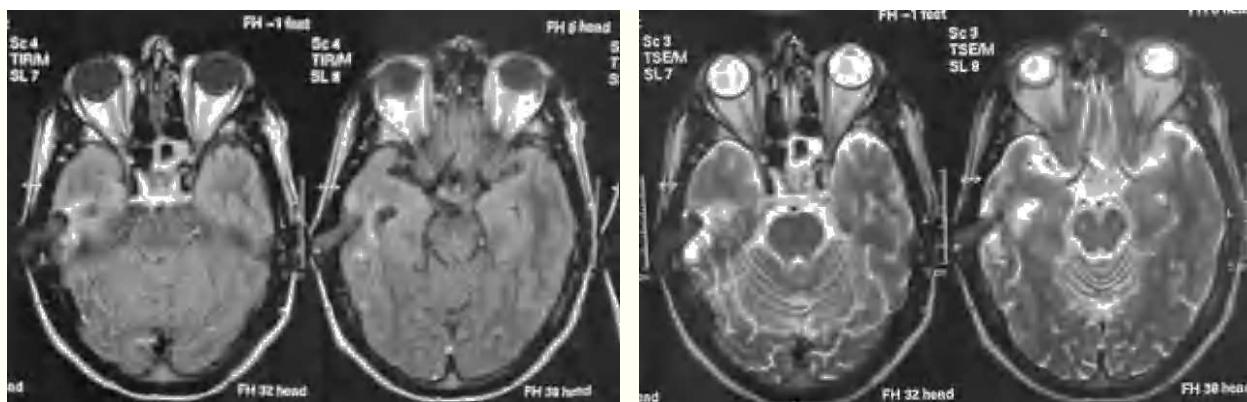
Imágenes de resonancia magnética nuclear que muestran solución de continuidad y cuerpo penetrante a nivel de la porción posterior de la escama del hueso temporal derecho con afectación de masa encefálica.
